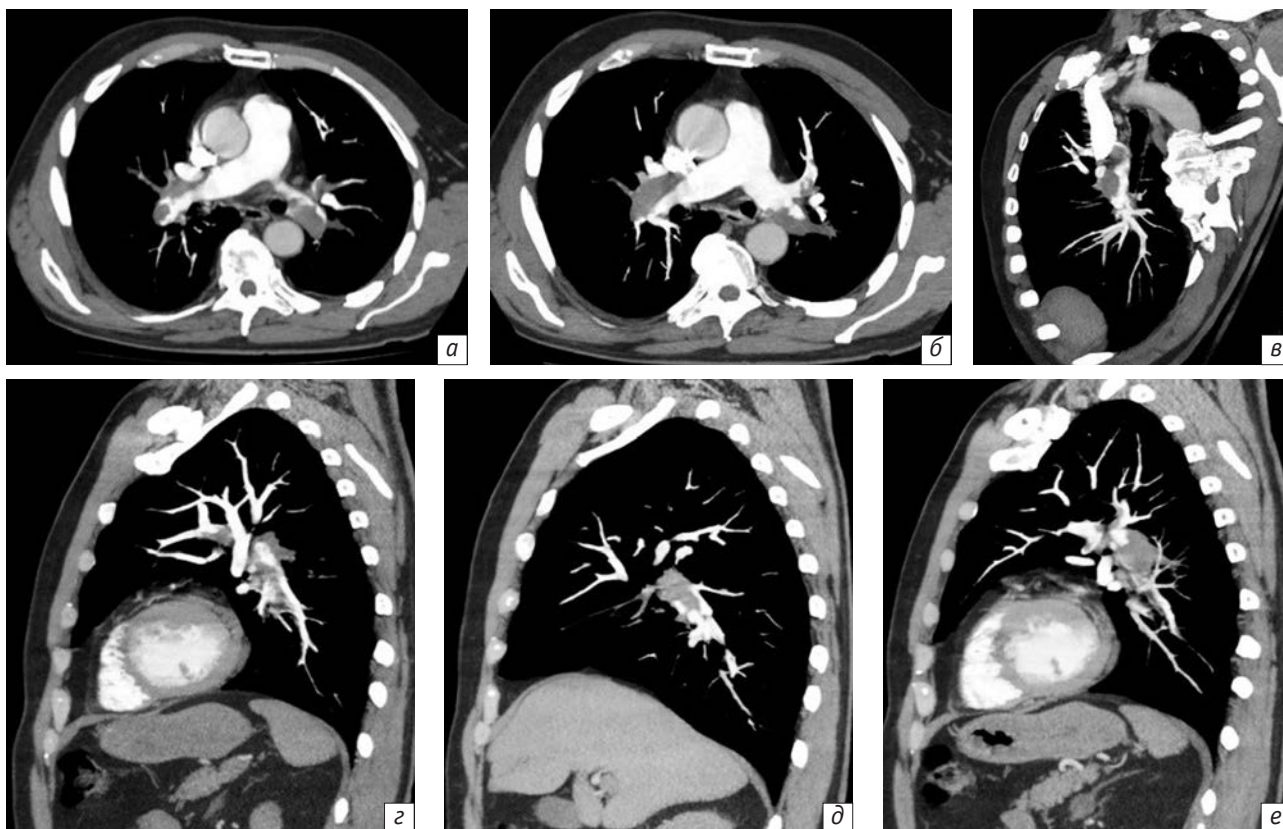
Результаты дооперационной МСКТ-ангиопульмонографии пациента Б., 61 года (от 12.09.2012 г.):
